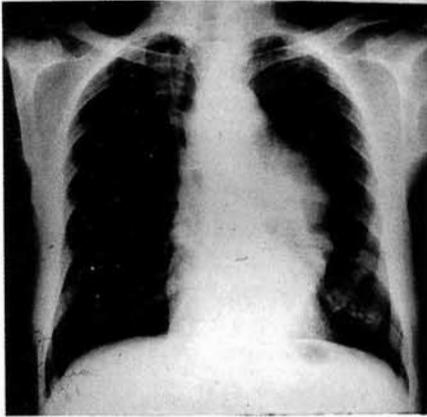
Aneurisma aorto-torácico. Radiografía simple.
